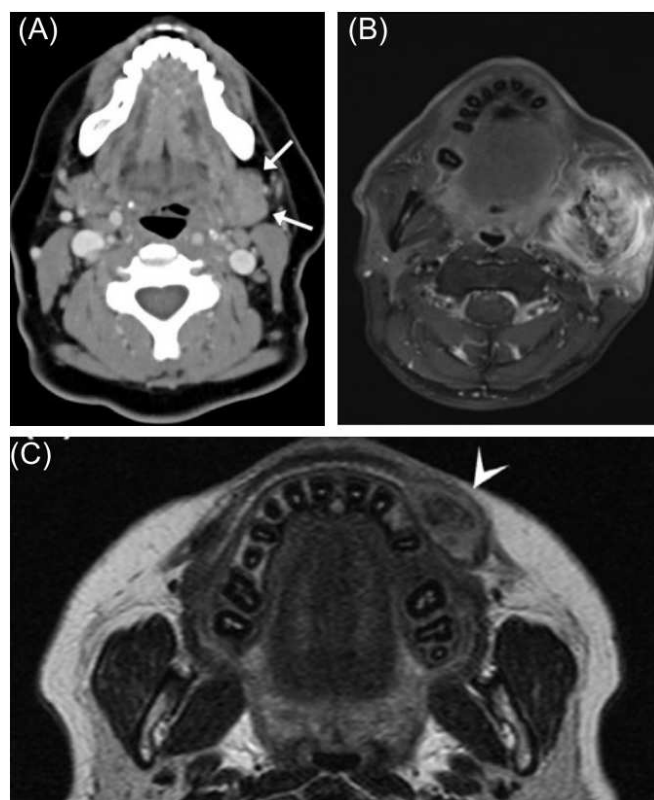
Avaliação imagiológica de manifestações da IgG4-RD na cavidade oral e região maxilofacial através de TC e RM
